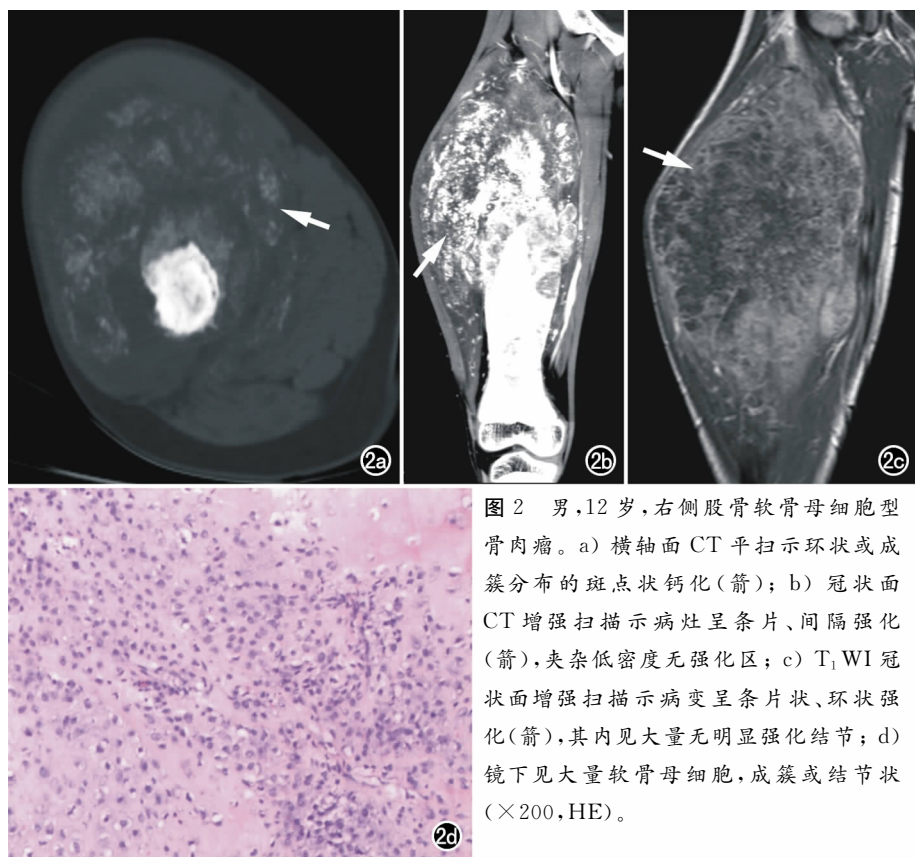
男,12岁,右侧股骨软骨母细胞型骨肉瘤。a)横轴面CT平扫示环状或成簇分布的斑点状钙化(箭);b)冠状面CT增强扫描示病灶呈条片、间隔强化(箭),夹杂低密度无强化区;c)T₁WI冠状面增强扫描示病变呈条片状、环状强化(箭),其内见大量无明显强化结节;d)镜下见大量软骨母细胞,成簇或结节状(×200,HE)。
